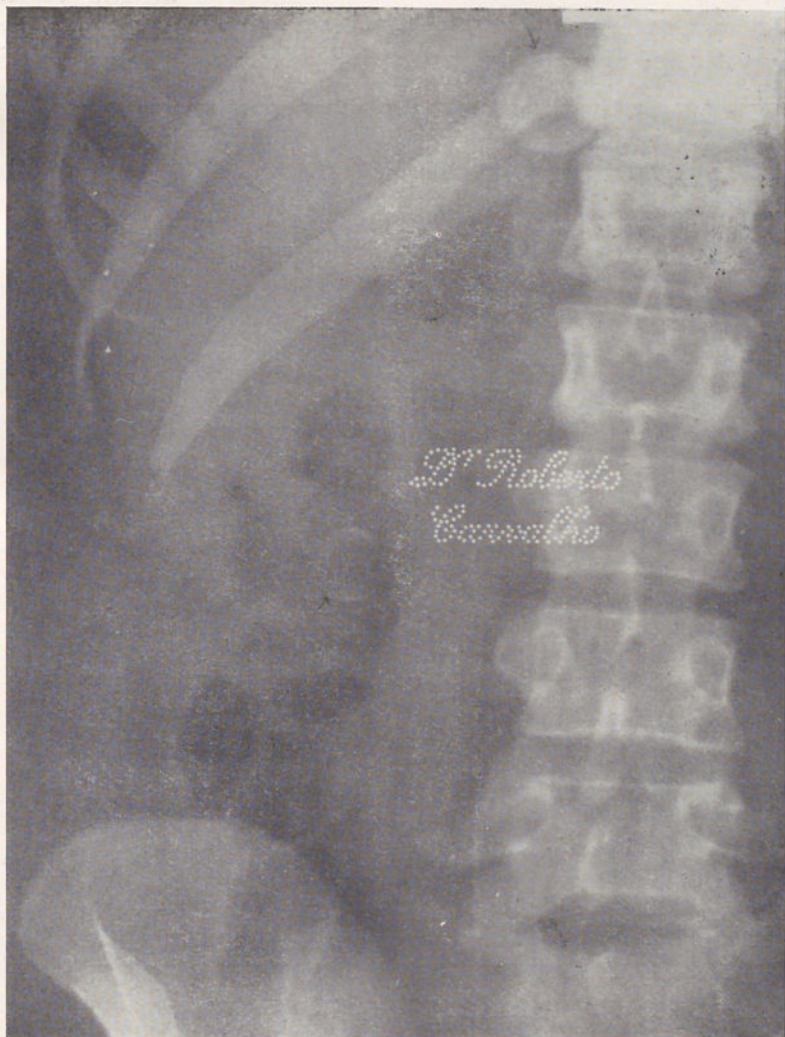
Cálculo do colédoco (Radiografia gentilmente cedida pelo Dr. Albano Ramos).
